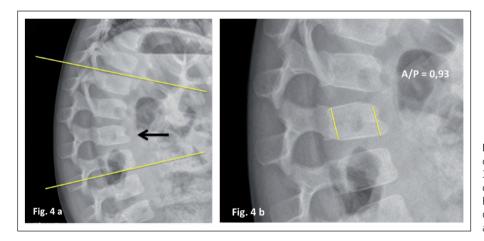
Caso 2: Radiografía lateral de columna tomada con niño sentado a los 3 años y 4 meses, tomada mostró leve cifosis de 25°, (a) y persistencia del aspecto hipoplásico del segmento ántero-superior de la vértebra L2 (flecha). La relación de las alturas A/P de la vértebra L2 es de 0,93 (b).
